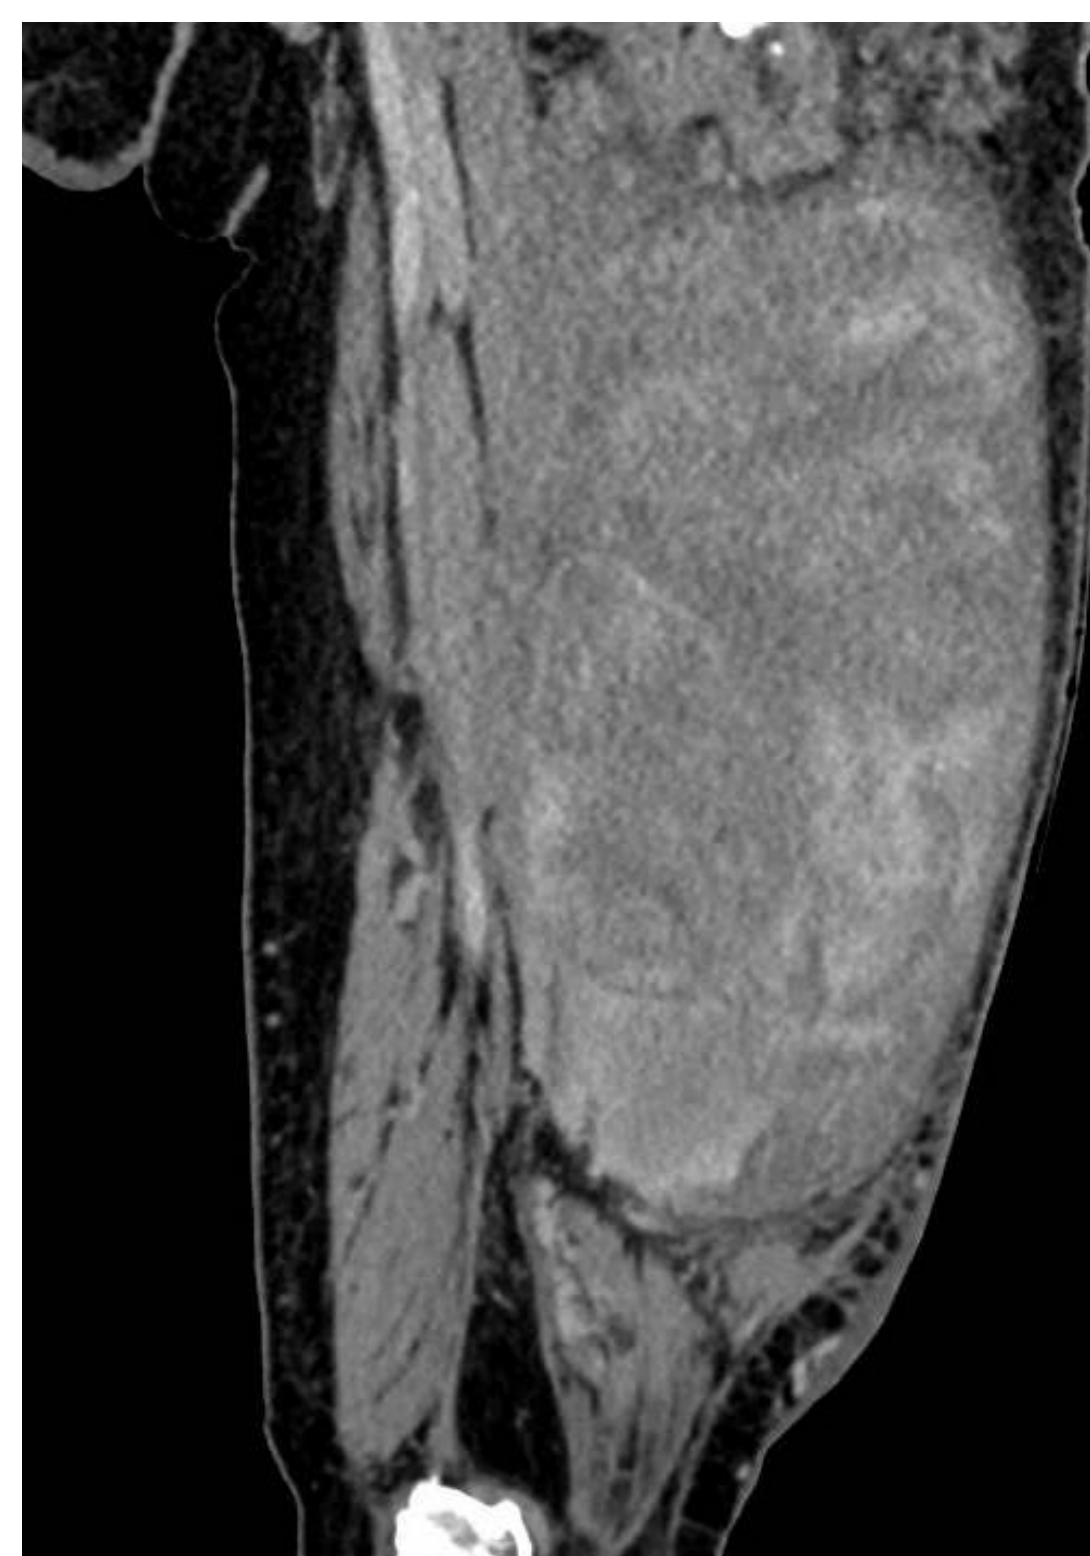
TC con contraste.
